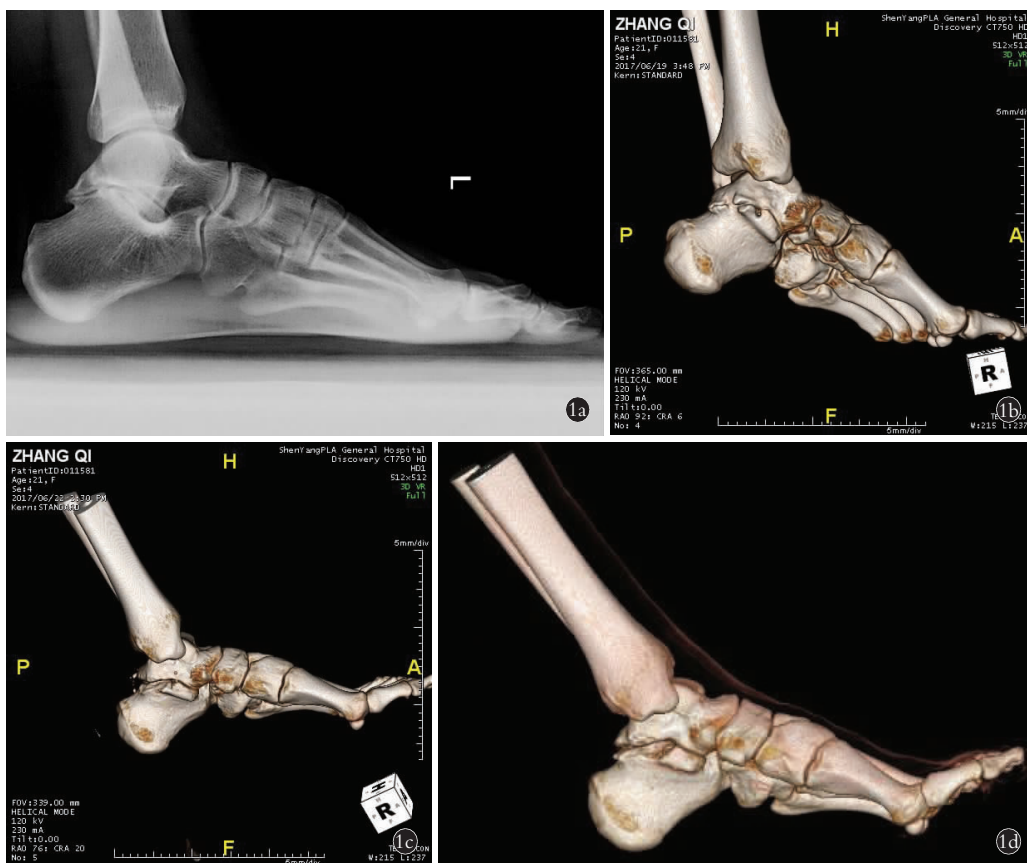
患者,女,21 岁,左足跟距骨桥 1a. 术前侧位 X 线片示后方跟距骨桥 1b. 术前三维 CT 显示骨桥位于内后方,属于 Rozansky I 型 1c. 术后 3 d 三维 CT 示骨桥完全切除 1d. 术后 12 个月三维 CT 显示距下关节间隙恢复正常
